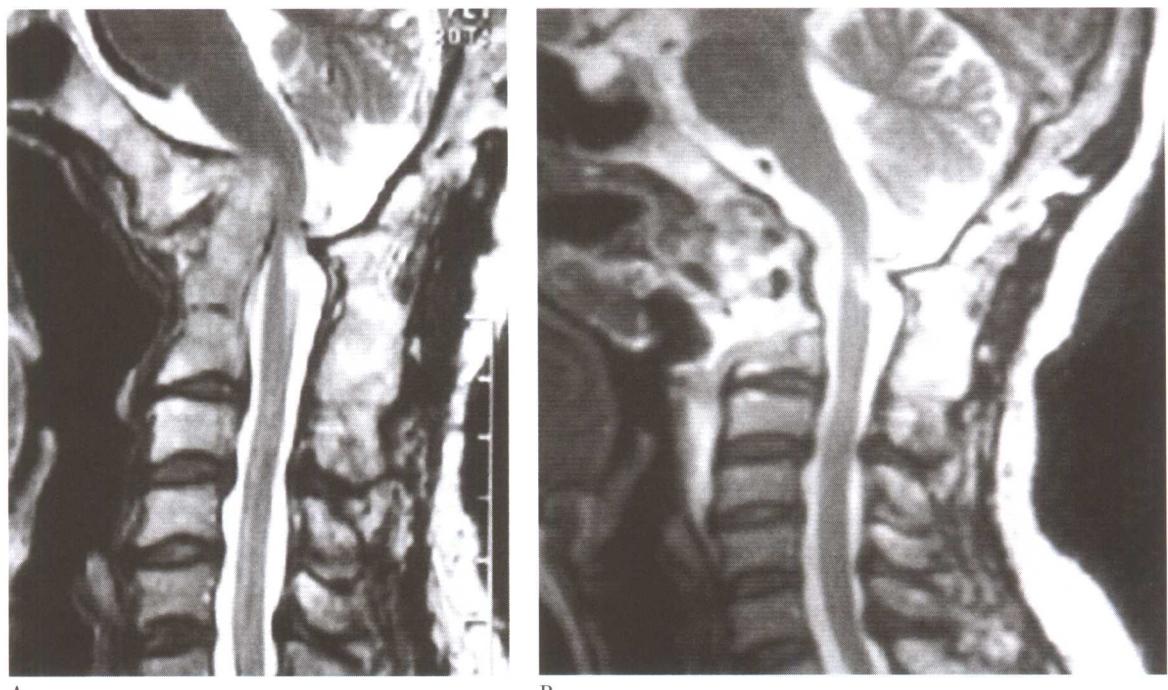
A. 术前MRI；B. 术后MRI。
